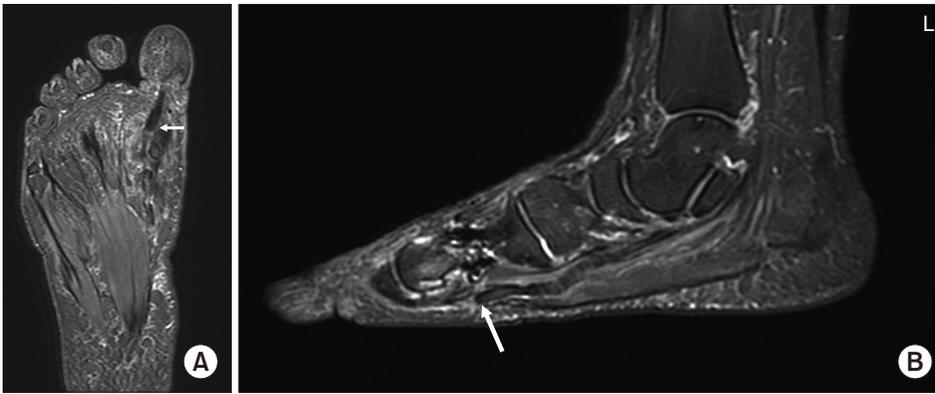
Coronal (A) and sagittal (B) magnetic resonance images show the complete rupture of flexor hallucis longus tendon around the 1st metatarso-phalangeal joint [arrows].
